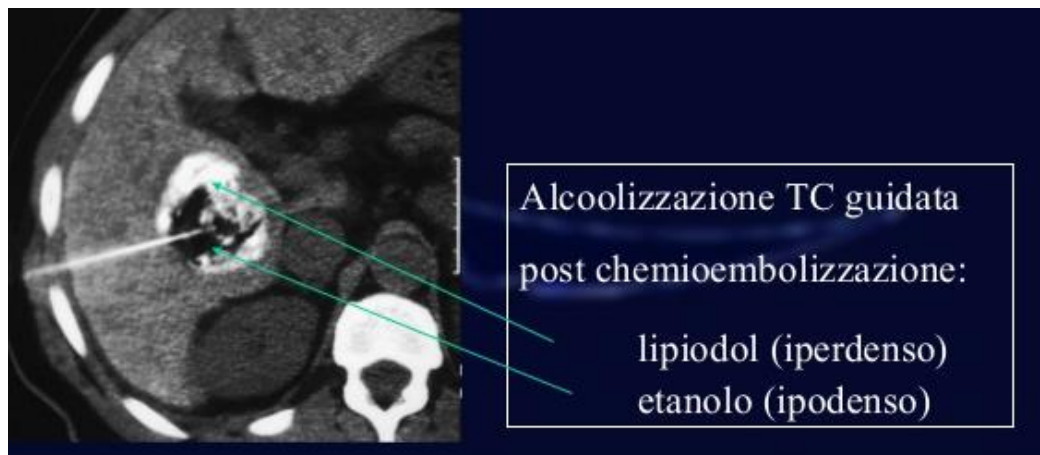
Iniezione di etanolo sotto guida TC
